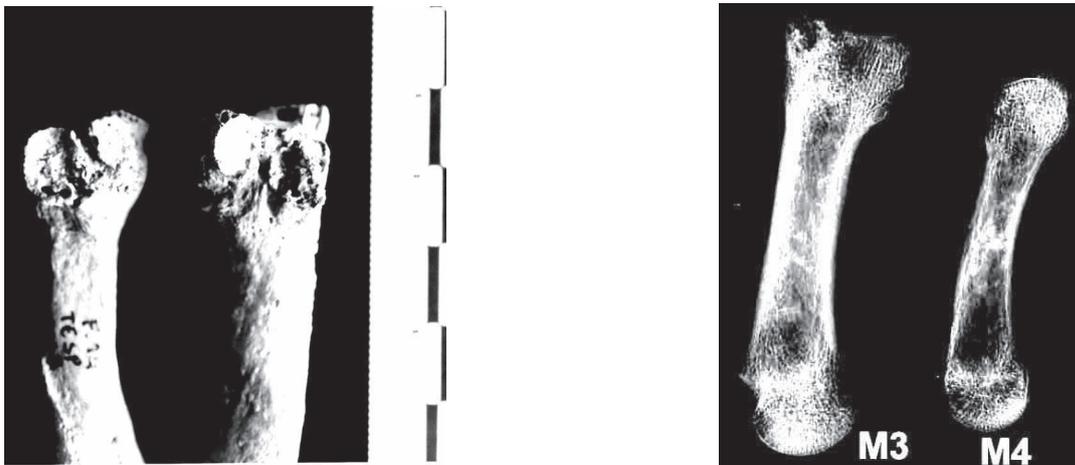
Thaon 18, érosions métacarpiennes marginales et périphériques et radiographies.
